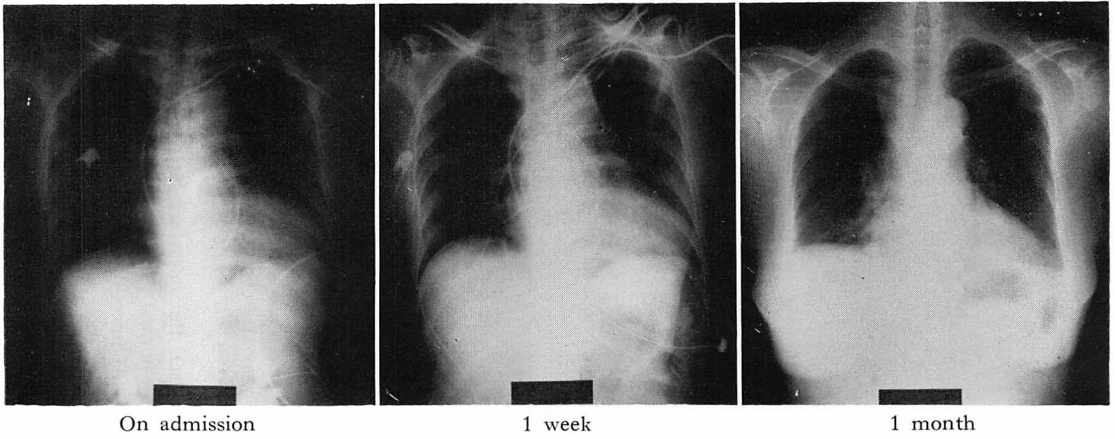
Chest X-rays of Case 1.
